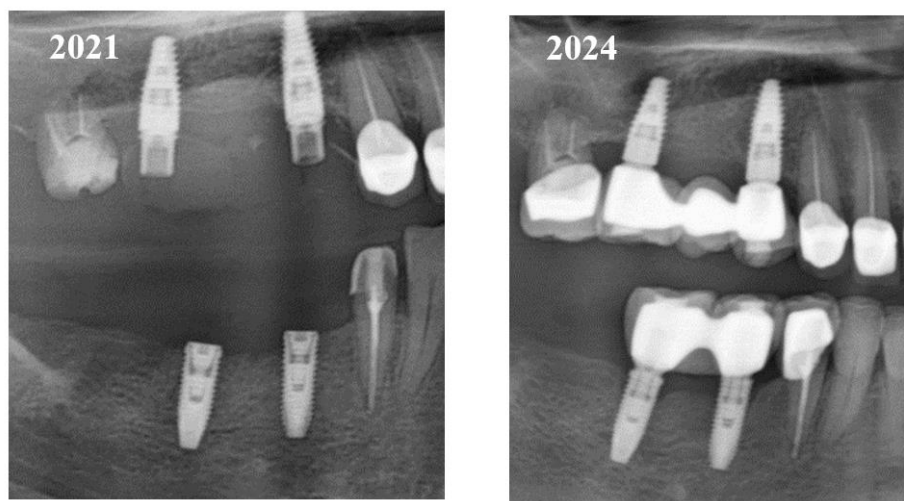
Фрагменты ортопантомограммы пациентки, запротезированной с применением неоригинальных абатментов, совместимых с системой Straumann BL на протяжении 3 лет клинического наблюдения
